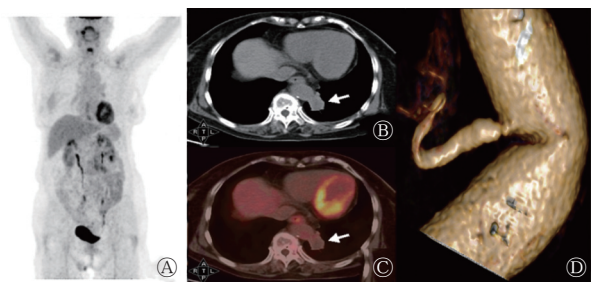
肺隔离症患者(女性, 77 岁)的¹⁸F-FDG PET/CT 显像图 A 为最大密度投影图; B、C 分别为胸部 CT 横断面纵隔窗图和 PET/CT 横断面融合图, 示左肺下叶、脊柱旁可见最大截面积约为 2.2 cm×3.4 cm 的软组织密度影(箭头所示), 病灶与胸主动脉关系密切, 且病灶中央密度较低, CT 值约为 10.1 HU, 病灶无¹⁸F-FDG 代谢异常增高; D 为 CT 三维重建血管成像图, 可见起自胸主动脉的异常供血动脉。FDG 为氟脱氧葡萄糖; PET 为正电子发射断层显像术; CT 为计算机体层摄影术
